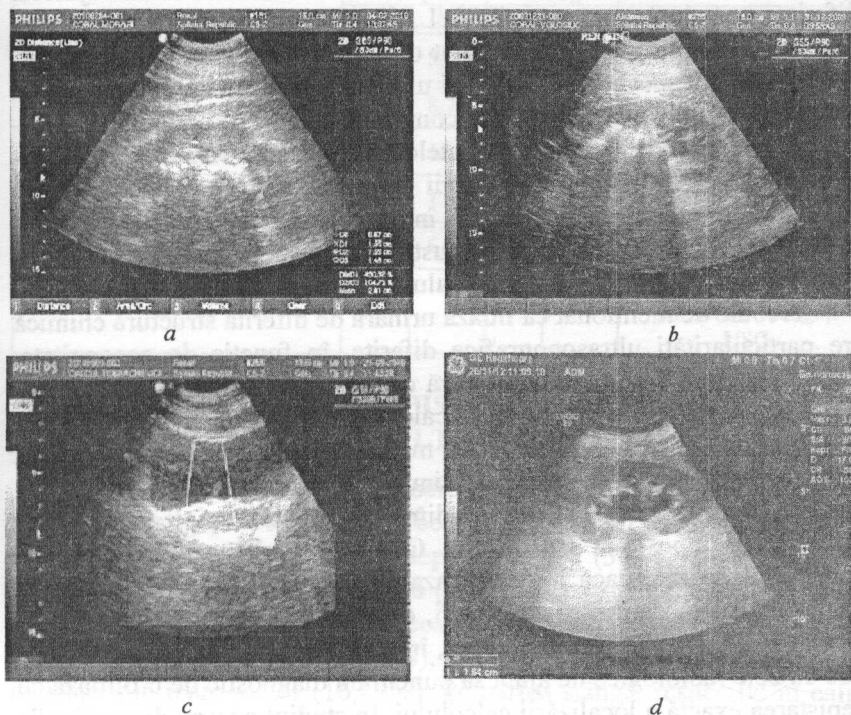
USG: a, b – calcul renal coraliform; c – aprecierea jetului urinar din meatul ureteral; d – calcul în segmentul pieloureteral al rinichiului drept.
